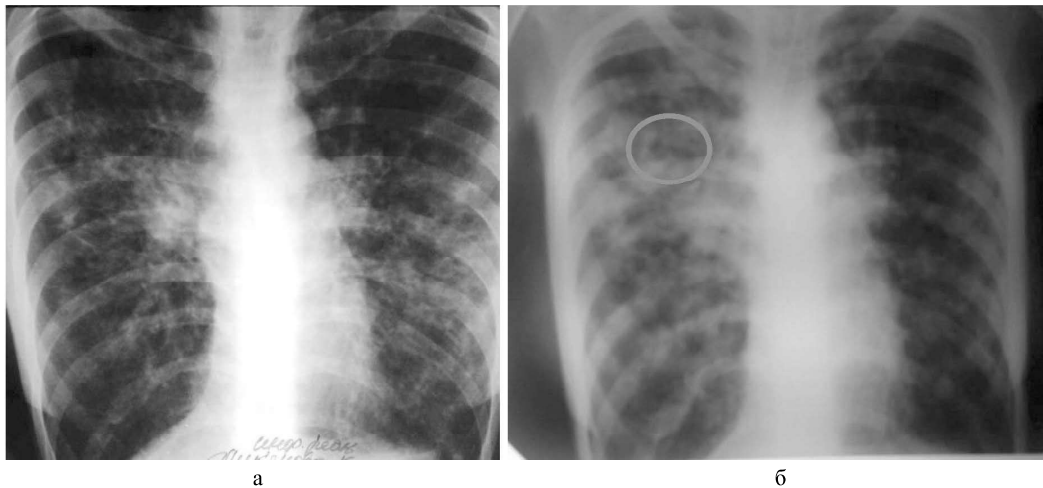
а, б. Рентгенограми органів грудної порожнини хворої Л., 25 років. Муковісцидоз, легенева форма. Тяжкий перебіг. Фаза загострення. Рентгенограми виконані на пересувному рентгенологічному апараті в умовах реанімаційного відділення у вимушеному положенні хворої.
